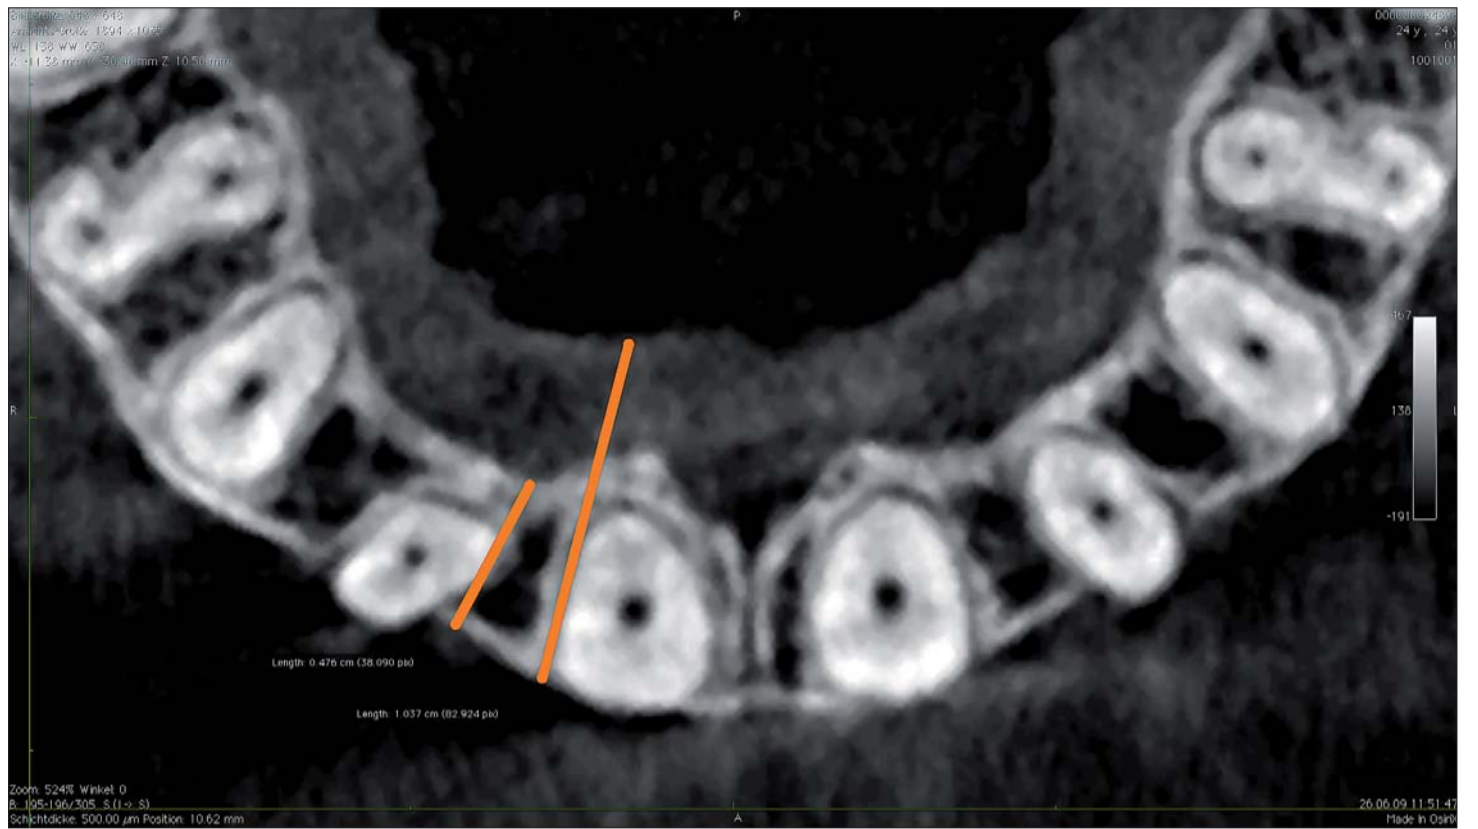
Knochendehiszenzen Regio 12–24. Im dreidimensionalen digitalen Röntgenbild werden die teils beträchtlichen Abweichungen zwischen realem (kurzer orangefarbener Strich) und scheinbarem Knochenangebot – Knochen und palatale Schleimhaut (langer orangefarbener Strich) – deutlich. Ein Gipsabdruck allein kann kein reales Bild vom wirklichen Knochenangebot eines Kiefers liefern.
